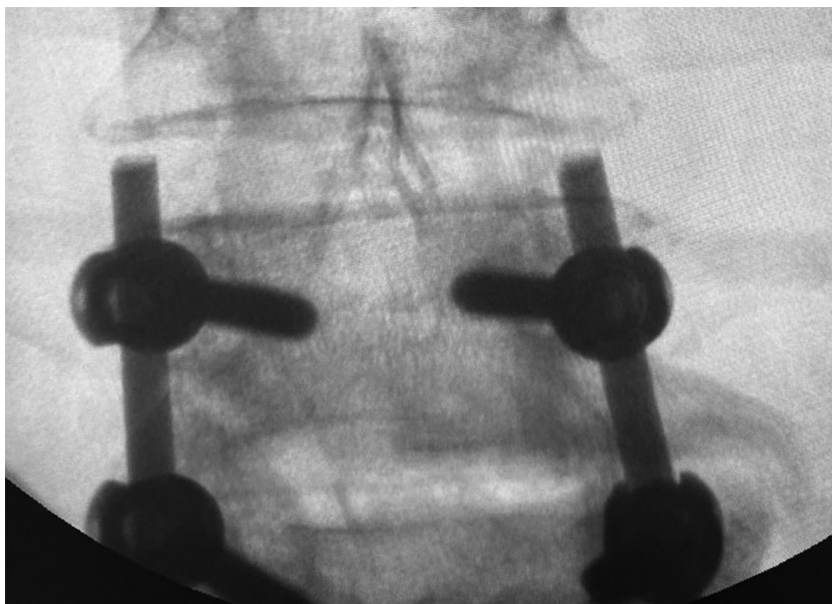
Контрольний рентгеновський інтраопераційний знімок поперекового відділу хребта, передньо-задня проєкція. Установлена система транспедикулярної фіксації на рівні L4/L5
